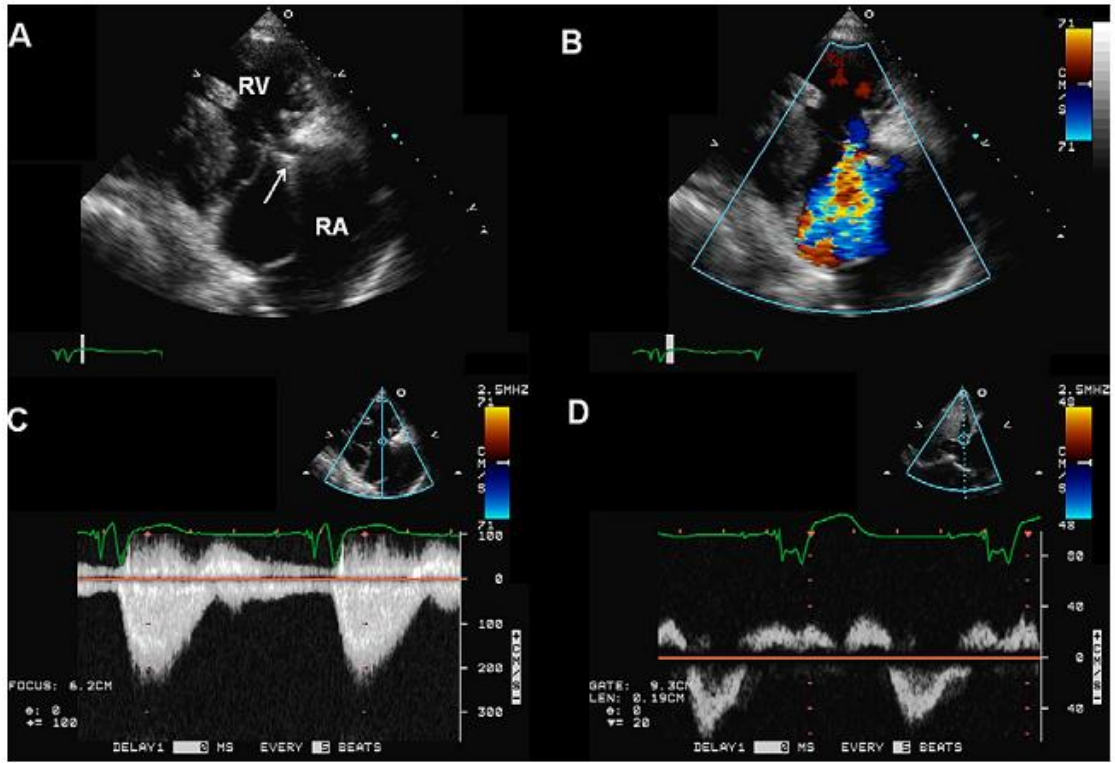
Parasternal kısa aks görüntü. Septal triküspit kapakçığının elektrodların birine yapışması görülüyor. LA, Left atrium; RA, right atrium. (American Society of Echocardiography, Maha A.Al-Mohaisen).
